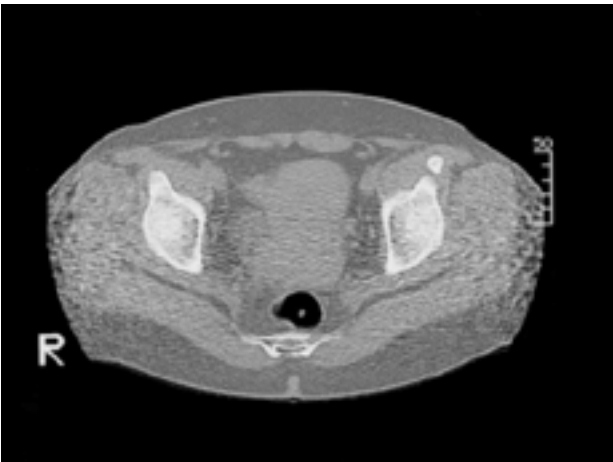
Computer tomography demonstrate calcification in the straight head of rectus femoris muscle.
